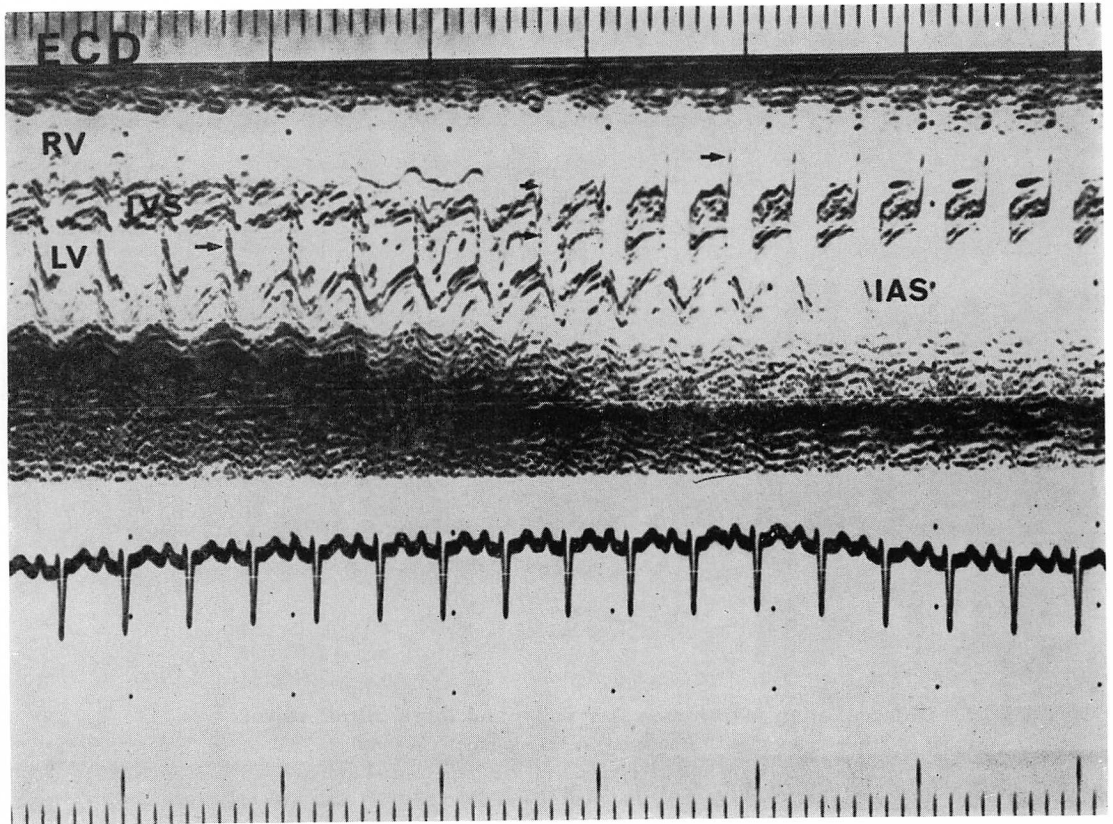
Echocardiogram of complete A-V canal.
